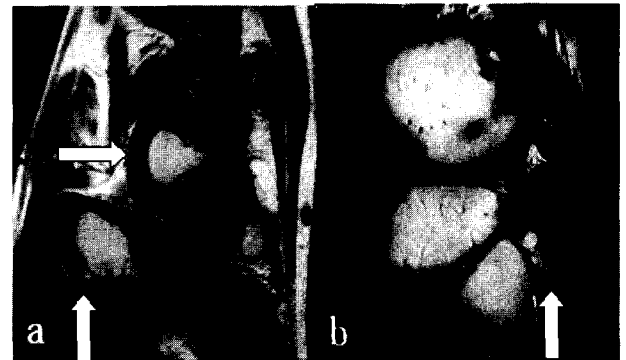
Coronal(a) and sagittal(b) T2 weighted MR images reveal that masses show relatively homogeneous high signal intensity(white arrows), with a rim of low signal intensity, compatible with hemosiderin deposition.
